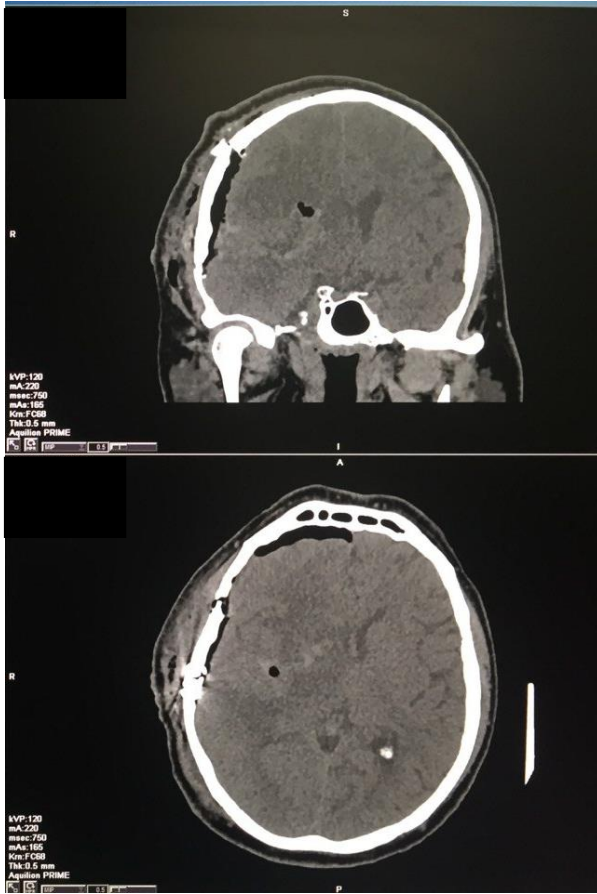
МСКТ головного мозку в ранньому післяопераційному періоді (до 12 годин після оперативного втручання з приводу видалення внутрішньомозкового крововиливу на тлі розриву кавернозної ангиоми). При 3-D реконструкції склепіння черепа візуалізовано фіксований титановими імплантатами кістковий клапоть (краніотомічний доступ) та діастаз між реімплантованим кістковим фрагментом з краями лобної, тім'яної та скроневої кісток черепа справа.
